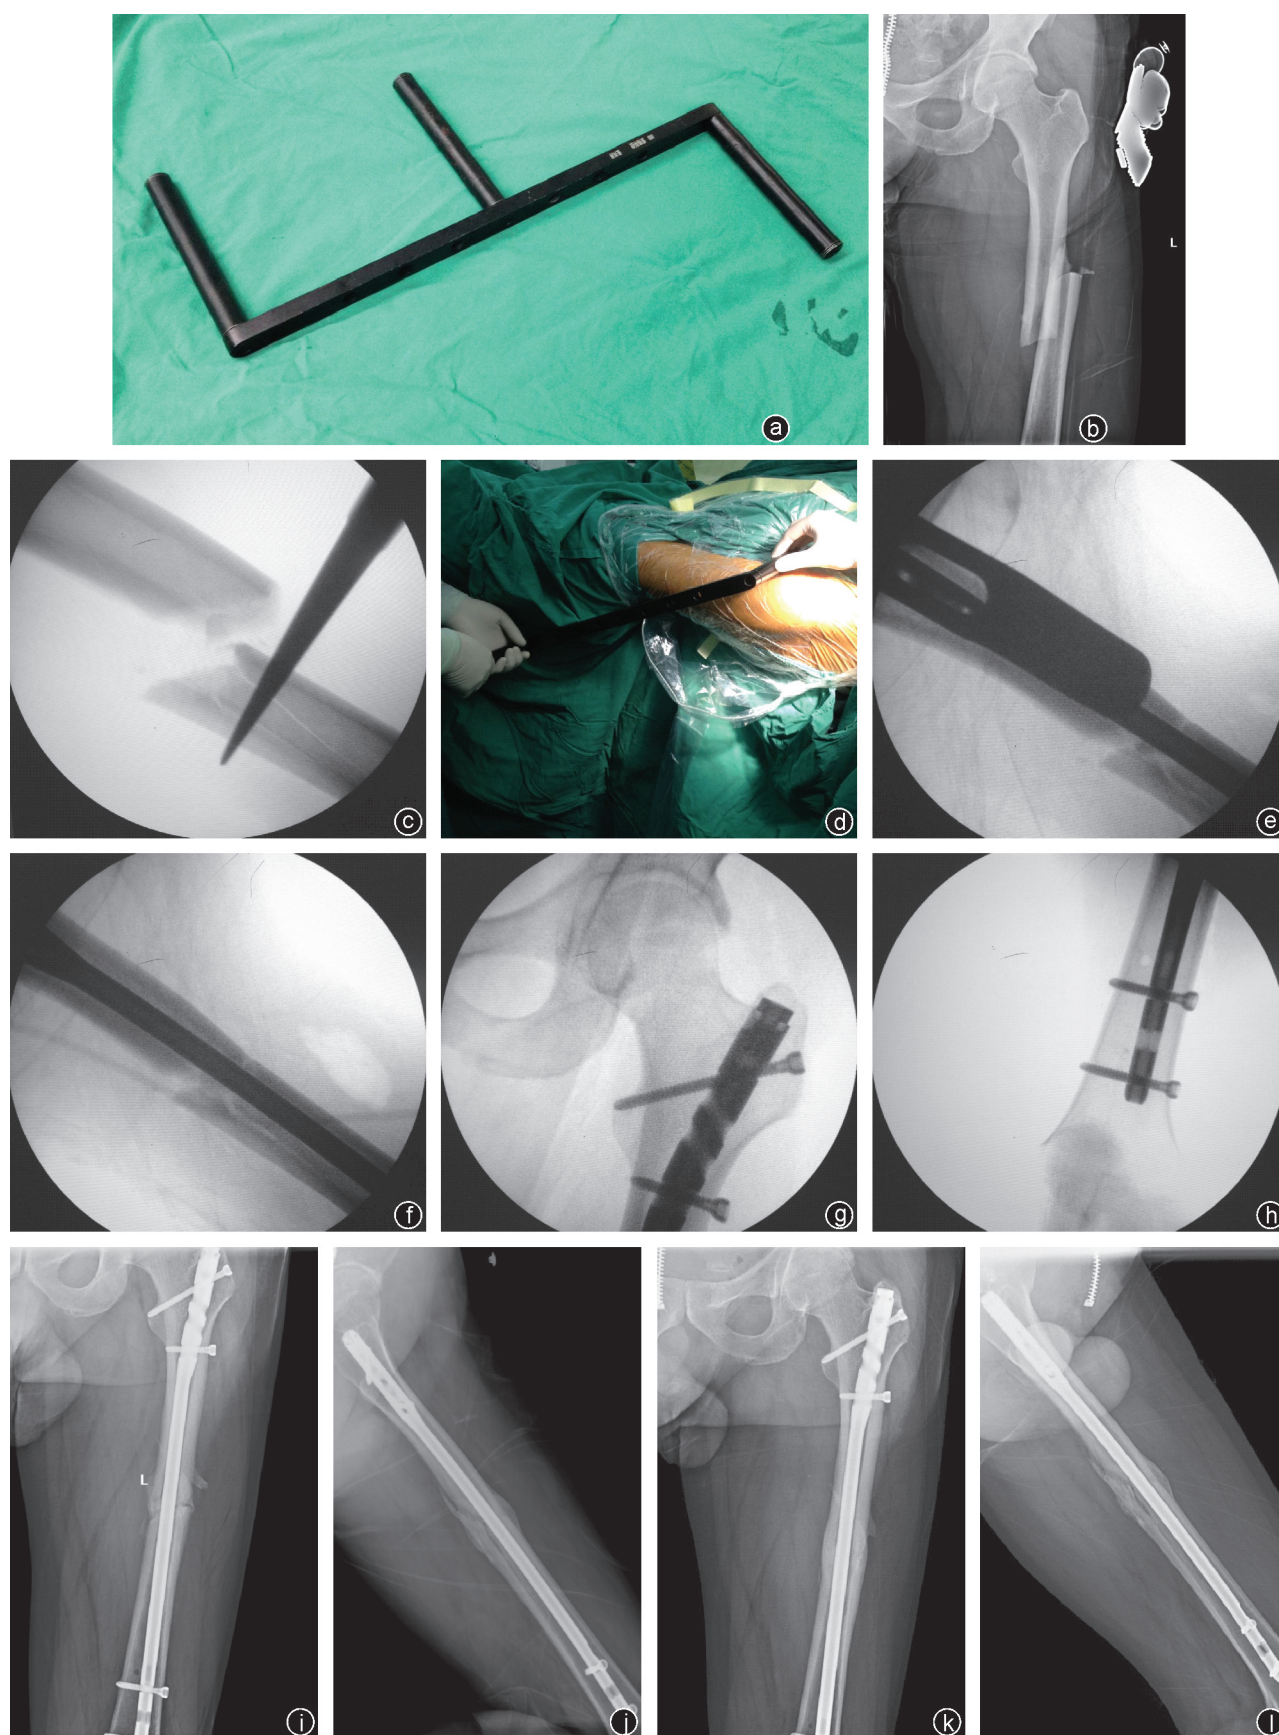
左股骨中段粉碎性骨折(AO分型32-B) a:股骨闭合复位器;b:术前股骨X线片,见股骨干移位短缩明显;c:牵引架牵引下初步复位纠正短缩及内外旋转畸形,但依然有前后位明显移位;d,e:股骨复位器辅助下复位骨折,并置入股骨交锁髓内钉主钉;f~h:髓内钉置入、近端及远端完成锁定后骨折端、股骨近端及远端固定情况良好;i,j:术后3个月随访见骨折断端骨痂生长明显;k,l:术后半年见骨折愈合良好
